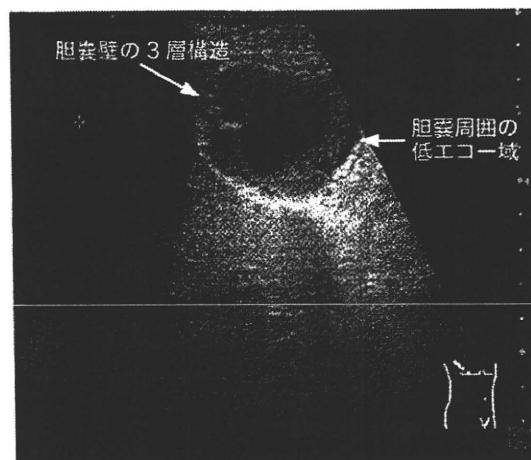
急性胆囊炎の腹部超音波像。胆囊の腫大と胆囊壁の著明な肥厚を認める。胆囊壁の一部は3層構造となっており、中央部の低エコー領域は膿瘍形成によるものと考えられる。また胆囊周囲の低エコーを認め、炎症に伴う浸出液の貯留と考えられる。
